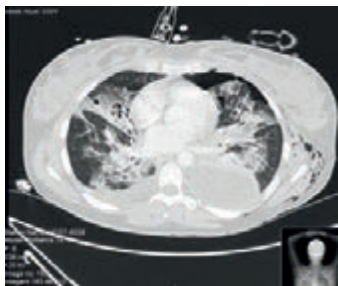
Segunda TC tórax (D8): Consolidações bilaterais, bronquiolectasias e bronquiectasias, imagens quísticas. Aumento do derrame pleural loculado à esquerda. Pneumotórax moderado à esquerda e enfisema subcutâneo à esquerda.
